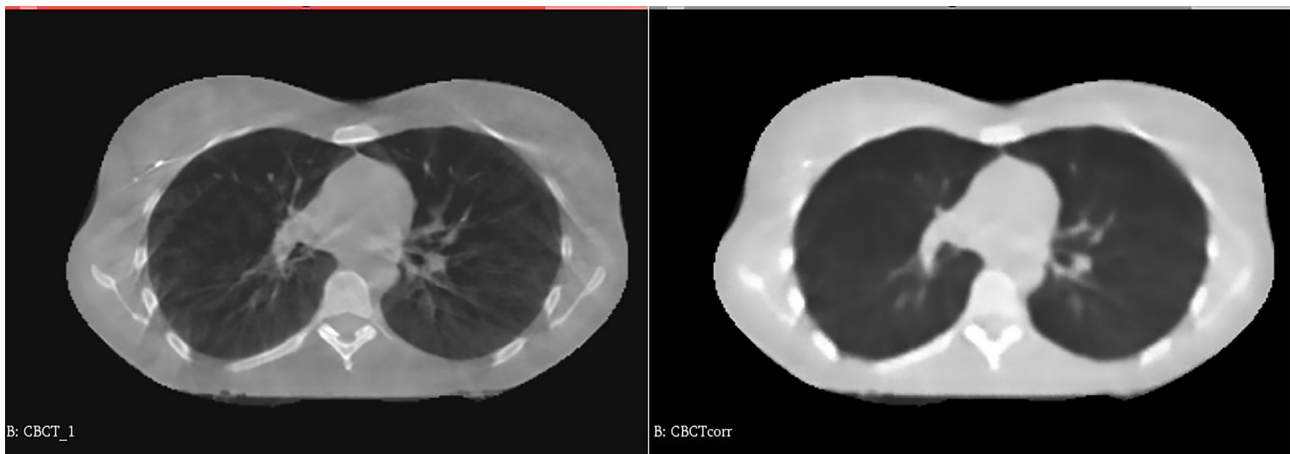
Imagen de CBCT sin corregir (izquierda) y corregida (derecha).
